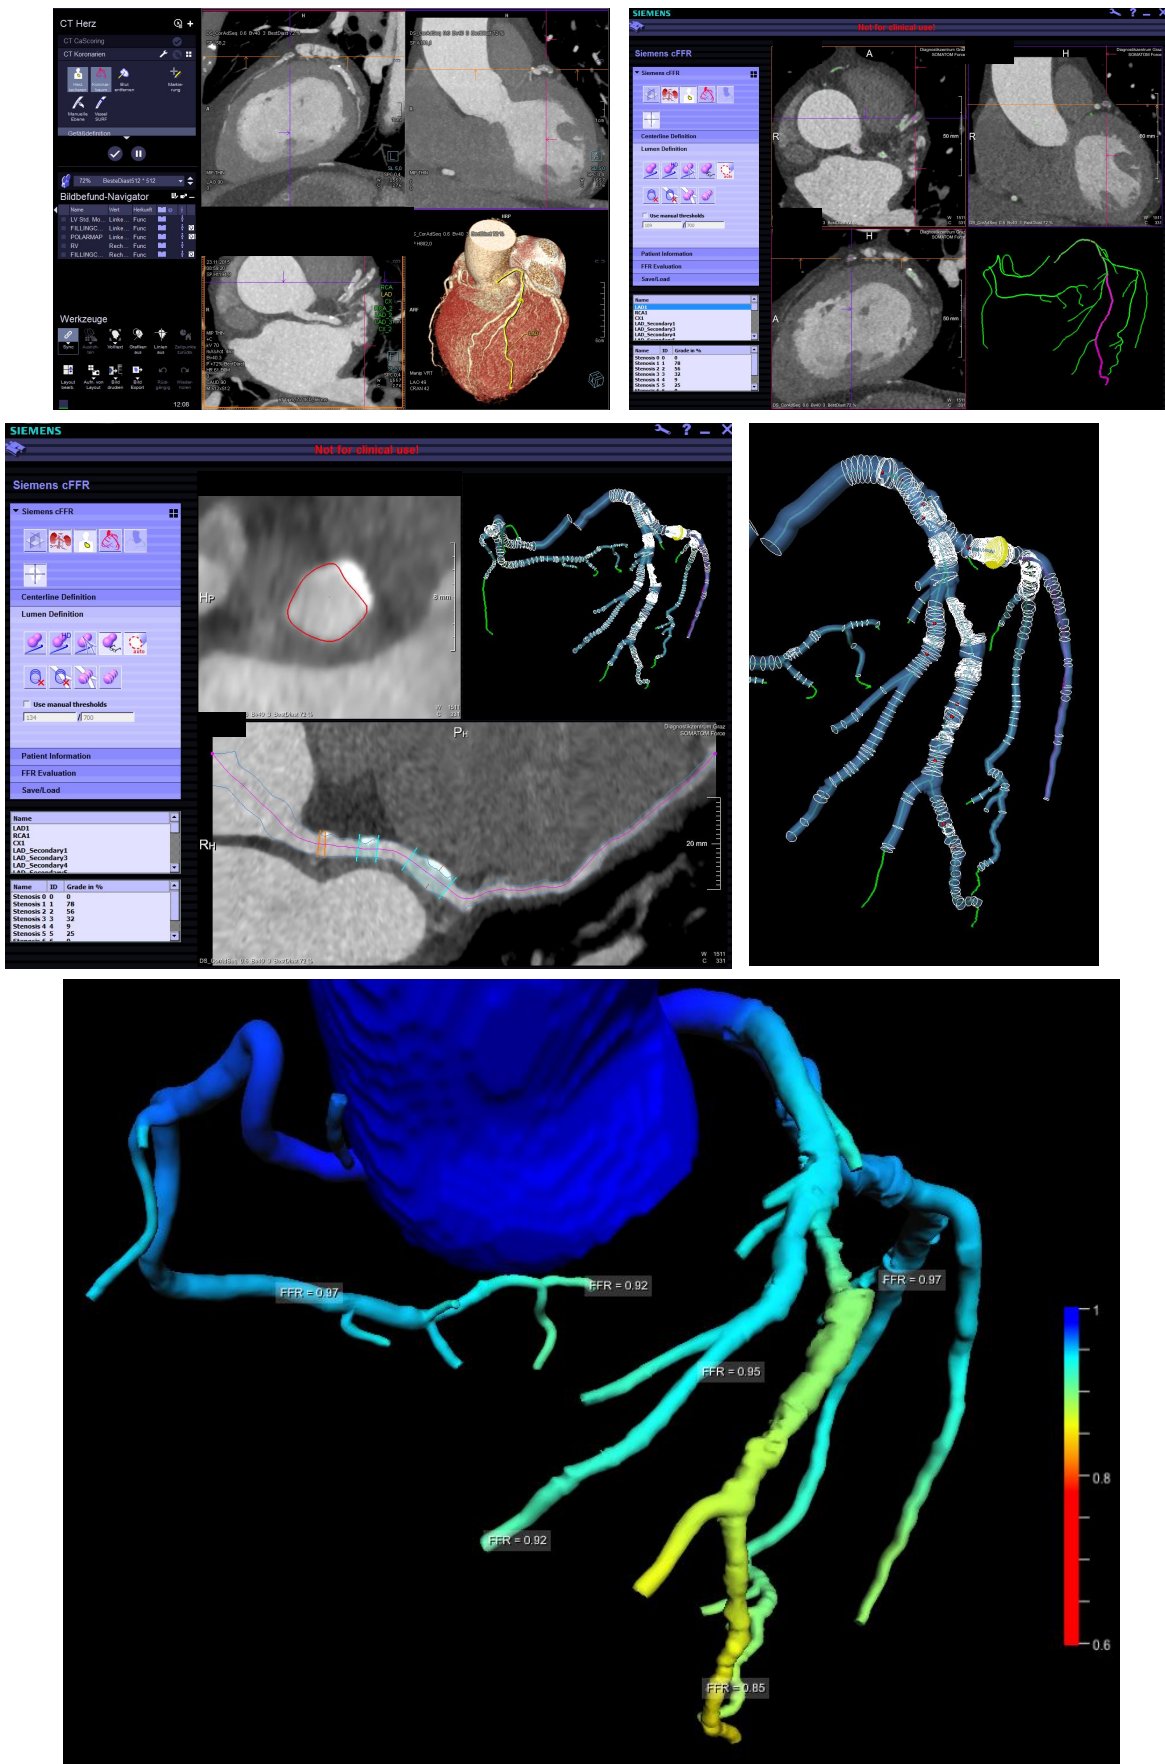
Ablauf der nicht-invasiven CT-FFR-Messung: *Oben links:* cCTA (syngo.via) *Oben rechts:* cCTA-Daten inkl. Mittellinien (cFFR) *Mitte links:* Festlegung des Gefäßlumens (rot) *Mitte rechts:* 3D-Koronarbaum *Unten:* Dreidimensionales FFR-Ergebnis
